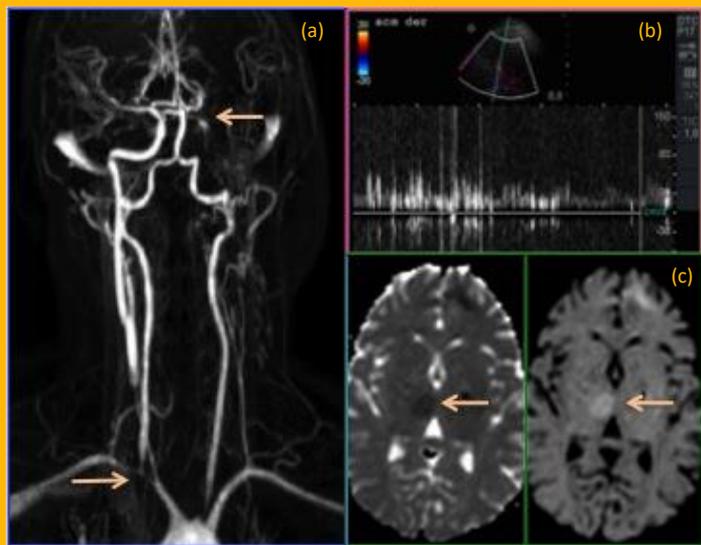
a) ARM con Gadolinio muestra estenosis del tronco braquiocefálico derecho y amputación de la ACM izquierda en paciente joven con Enfermedad de Takayasu. b) Otro paciente con EcoDoppler Transcraneano con burbujas, evidencia HITS (High Intensity Transient sounds) con patrón en ducha en un paciente con foramen oval permeable. c) RM con restricción a la difusión de agua a nivel gangliobasal derecho en secuencia DWI y caída de la señal en el mapa de ADC en paciente con ACVi
